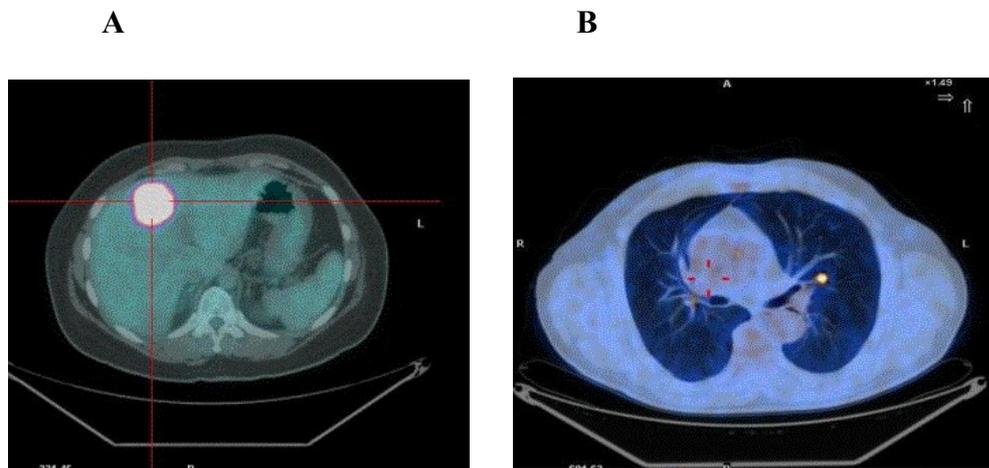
^{18}F FDG-PET/TC di metastasi epatica da carcinoma del ceco (A) e metastasi ilare sx da carcinoma del sigma (B)
